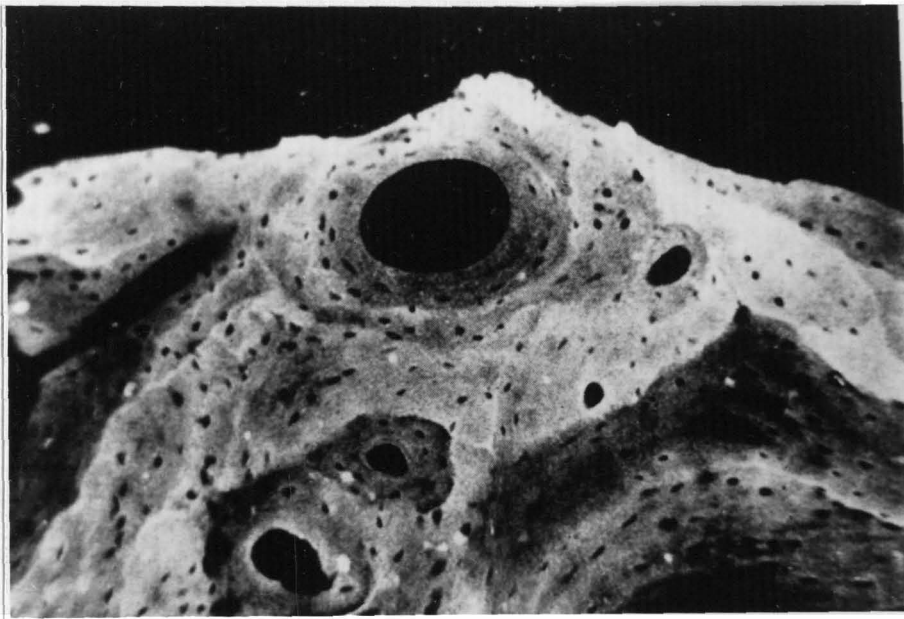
Micro-radiografía. Tejido esponjoso humano normal. La calcificación es anormal. CAUCHOIX y DURIEZ (119).
